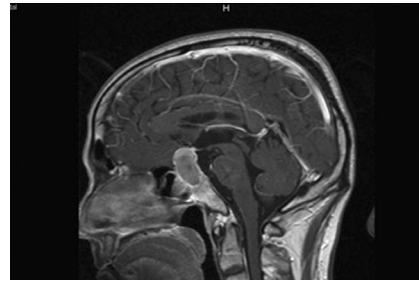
术前 MRI 提示肿瘤突入鞍膈上方, 压迫视神经
